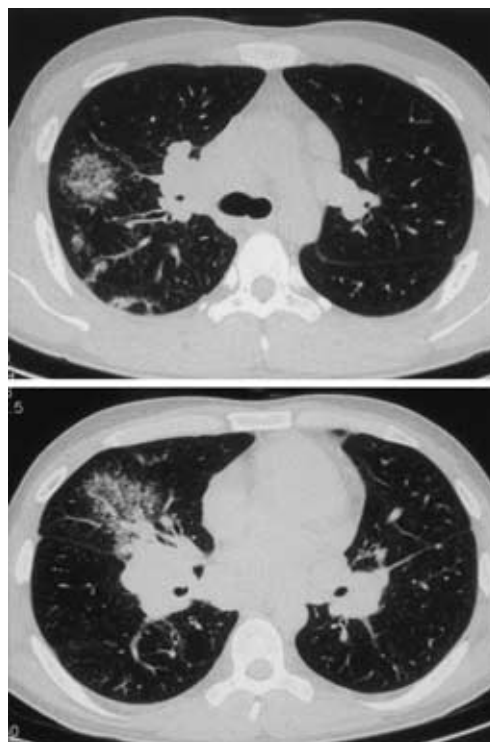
Chest CT scan showing cotton-like opacities in the right lung field and hilar lymphadenopathy.
